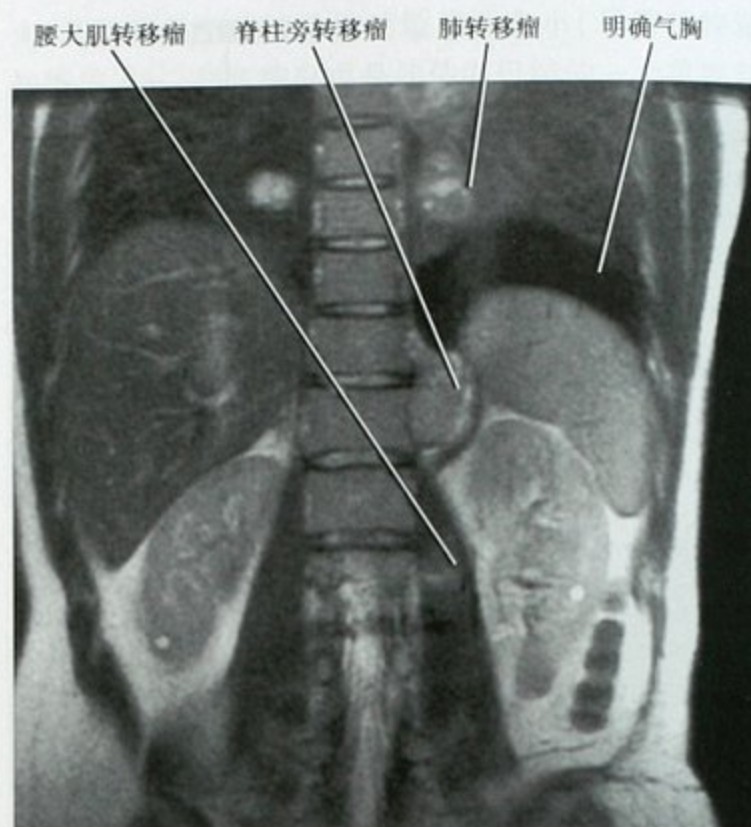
冠状面 T2WI(单次激发, FSE) MRI 可见转移性肉瘤
